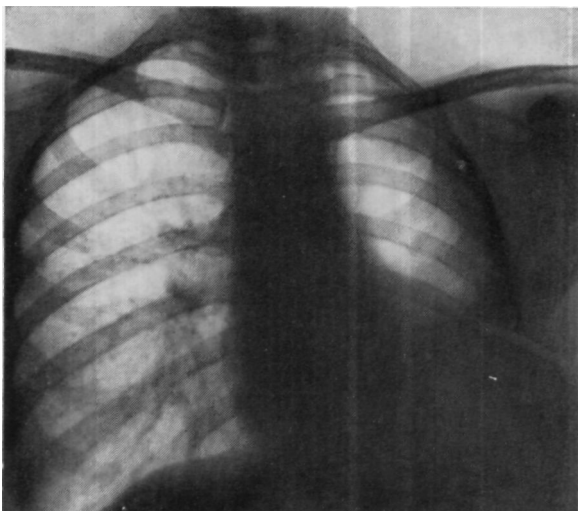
Обзорная рентгенограмма больной Л. с хронической бронхо-плевральной фистулой после левосторонней пульмонэктомии. Видна остаточная полость больших размеров.
